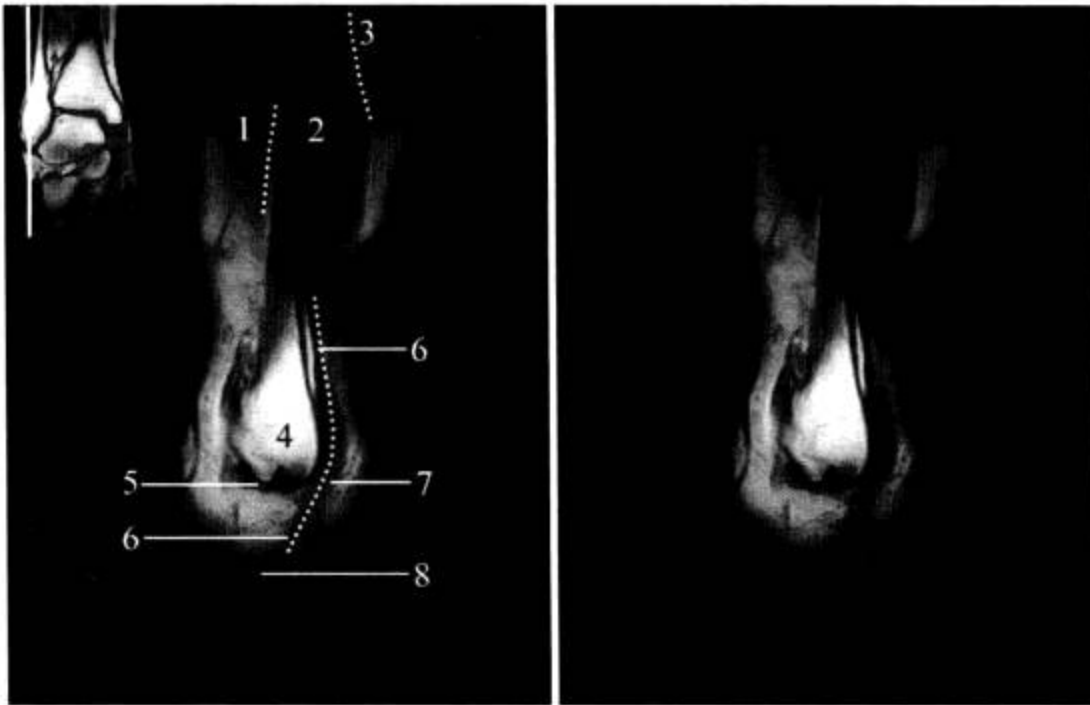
踝关节 MRI 矢状面 (T<sub>1</sub>WI)
